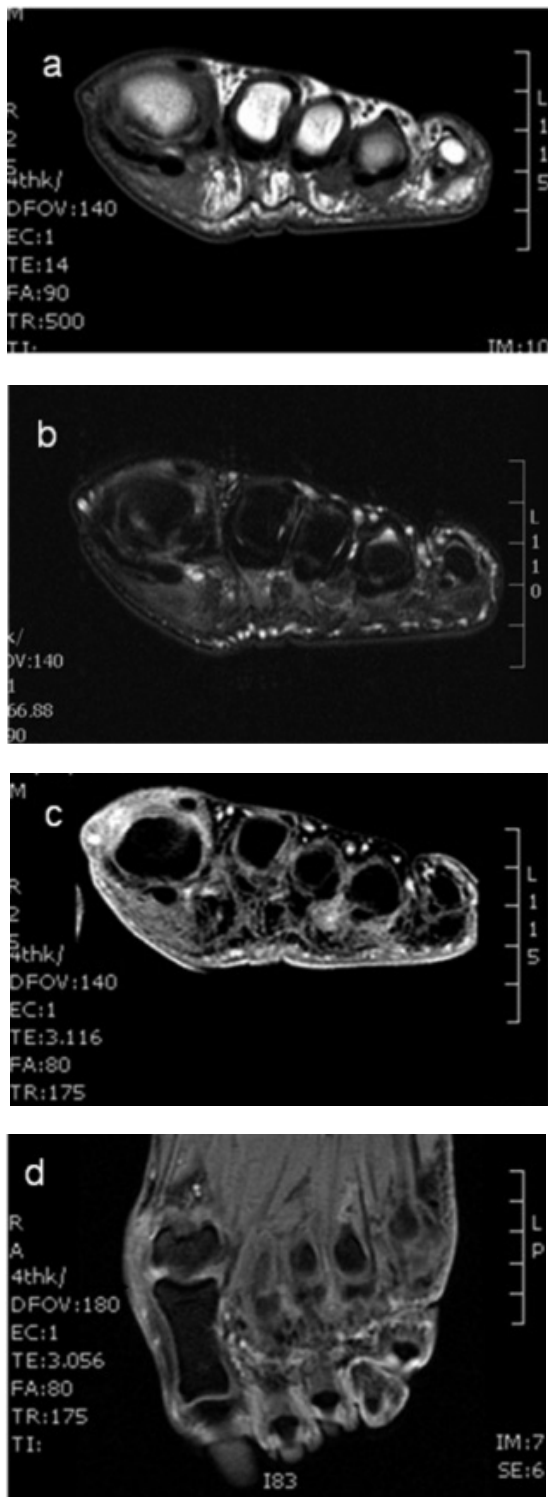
RM. Imagen nodular de neuroma del espacio interdigital entre 3^a y 4^a cabezas metatarsianas, hipointensa en T1 (a) y T2 (b), que capta contraste en las secuencias T1 post-contraste y supresión grasa, en corte axial (c) y corte coronal (d), del antepié.
